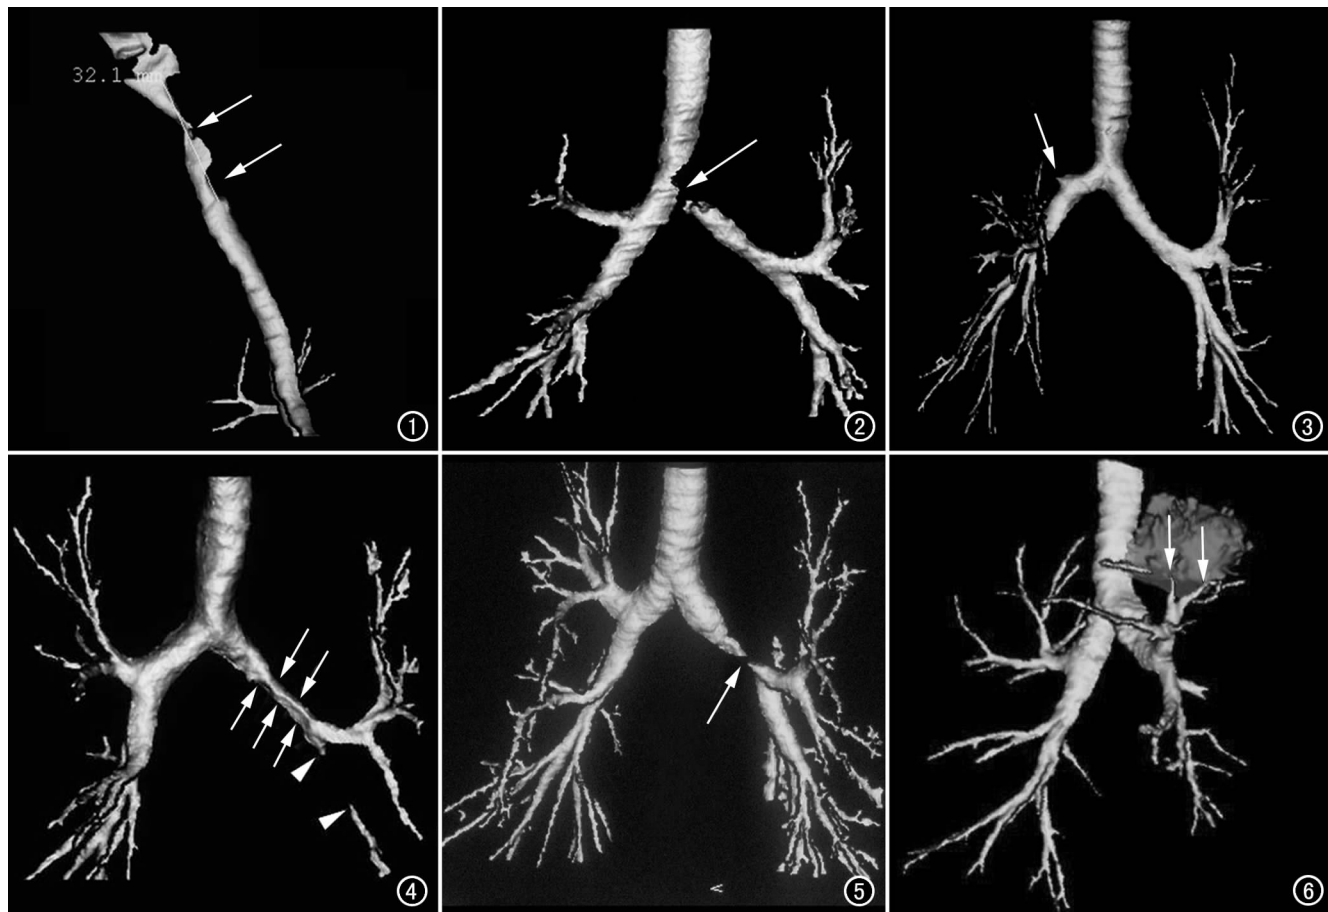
气管外伤后肉芽组织增生,CT SSD 显示气管上中段多处不规则形态狭窄。图 2 气管类癌,CT SSD 示气管下端偏左侧缺损,累及隆突及左主支气管开口,表面高低不平,边界清晰。图 3 中央型肺癌,CT SSD 示右上叶支气管呈锥状中断,远端支气管未显示(箭)。图 4 中央型肺癌,CT SSD 示左下叶支气管呈锥状中断(箭头),左主支气管狭窄(箭),隆突角度增大,系增大淋巴结压迫所致。图 5 支气管内膜结核,CT SSD 显示左主支气管向心性狭窄,中部中断,病变段与正常段逐渐移行(箭)。图 6 周围型肺癌,CT SSD 显示左上叶肿块、前段及尖后段支气管,亚段支气管在肿块边缘中断未显示(箭)。
